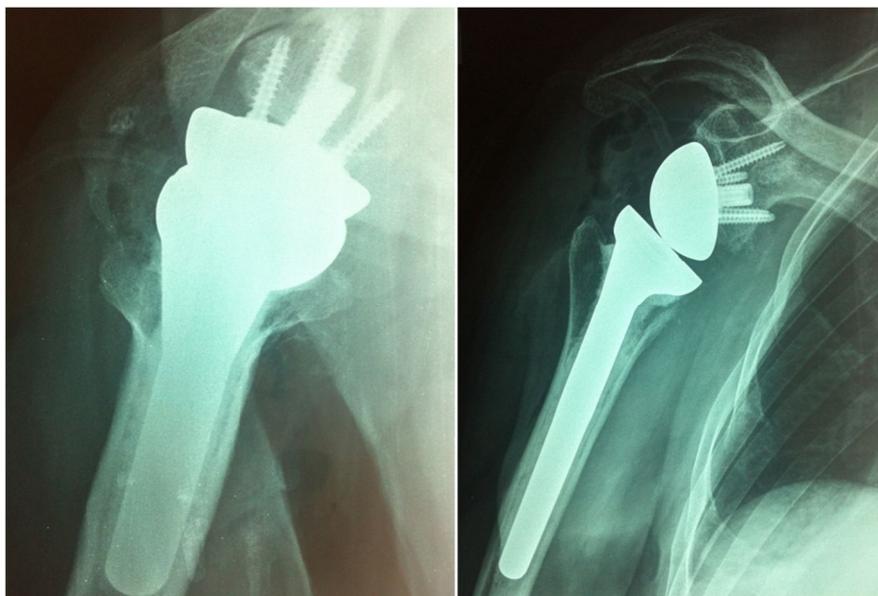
Рентгенограммы пациента после оперативного лечения в прямой и аксиальной проекции (второй случай)
